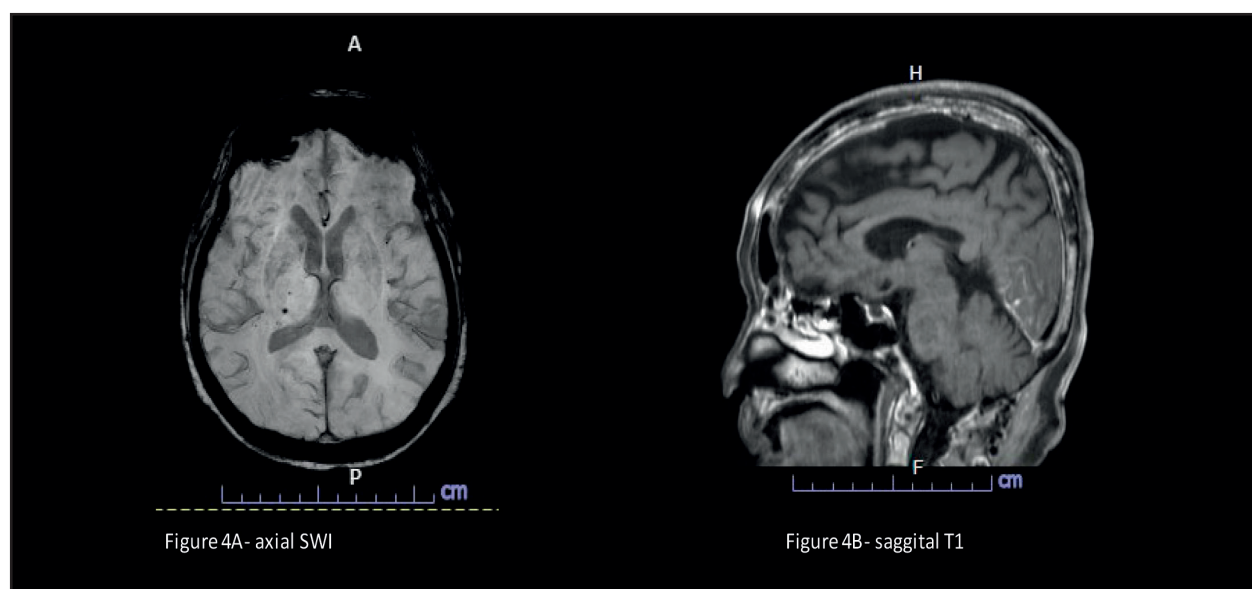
MRI brain with Gd, axial, SWI; a few microbleed at right thalamus (4A), sagittal T1; diffuse heterogenous marrow enhancement throughout the calvaria, skull base and cervical spine (4B), axial T1 and T1 with Gd; filling defect after contrast injection at left jugular foramen and left proximal internal jugular vein (IJV) (4C, D)
